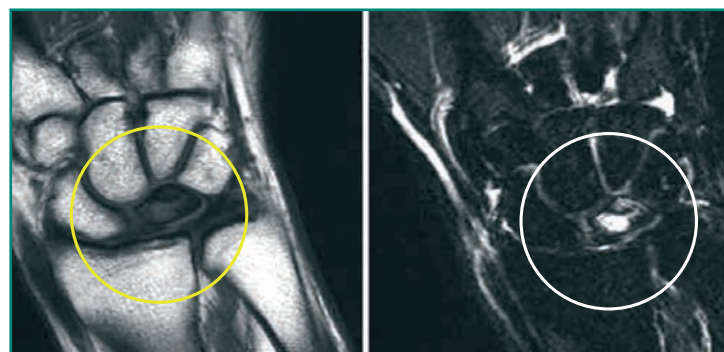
Imágenes de resonancia magnética de una muñeca con una enfermedad de Kienböck, necrosis del semilunar.
